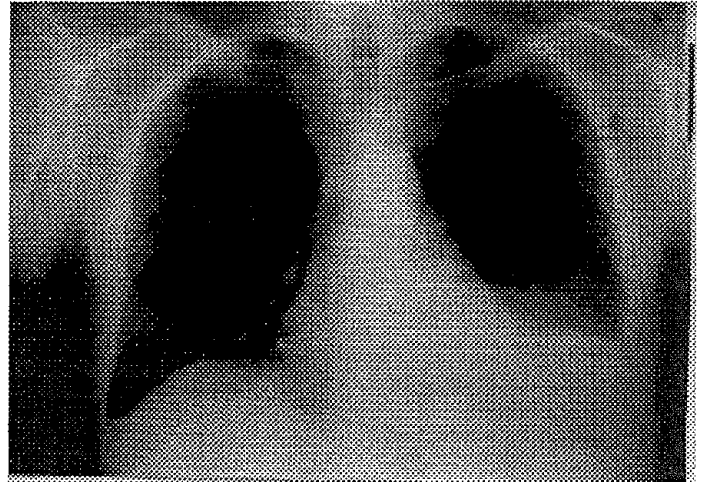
Radiographie de face du 21/09/99
